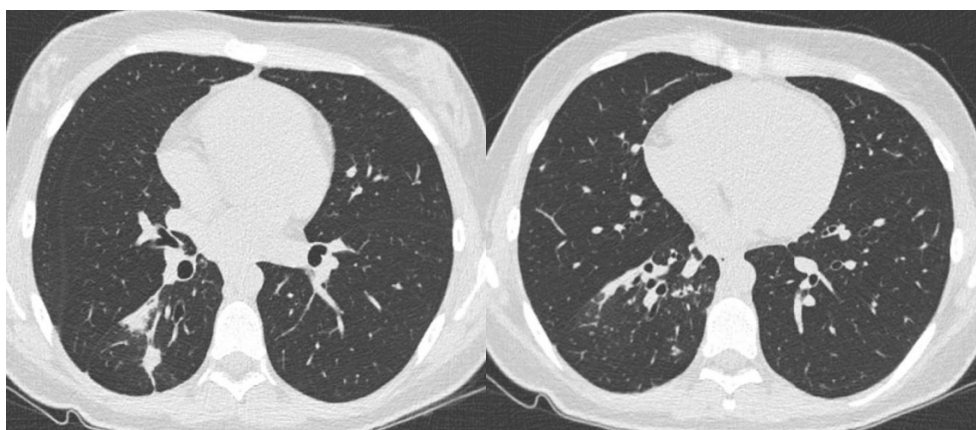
Компьютерная томограмма ОГК пациентки В. через 6 месяцев лечения
